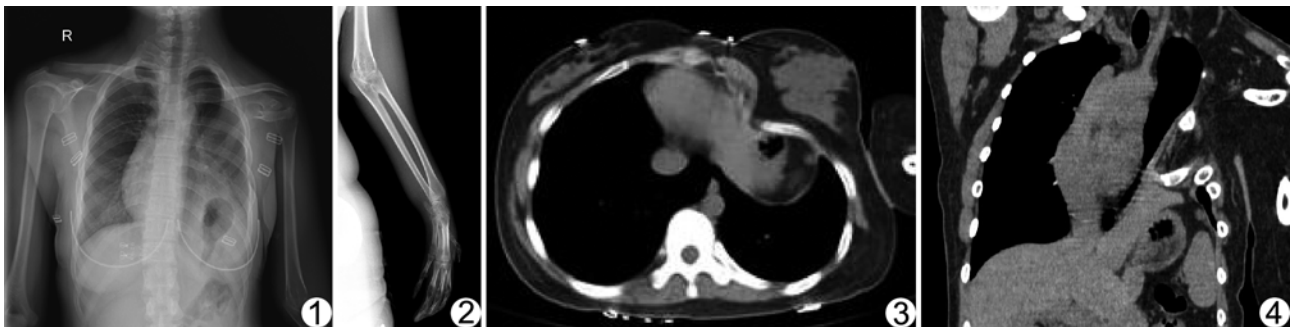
左肺中下野密度增高, 膈面及肋膈角显示不清, 胃泡上移至胸腔内; 左侧第 1 肋骨缺如, 胸锁关节下移; 锁骨远端、肩关节、肩胛骨及肱骨发育不良 图 2 上肢骨骼纤细, 腕骨及部分指间关节融合 图 3 左侧胸廓畸形, 前胸壁内陷; 纵隔、气管稍右移; 左侧胸大肌、胸小肌、前锯肌及第 2~4 肋软骨缺损; 左侧乳腺发育尚可 图 4 CT 冠状位重建示左侧胸廓畸形, 左侧膈肌连续完整并上移
